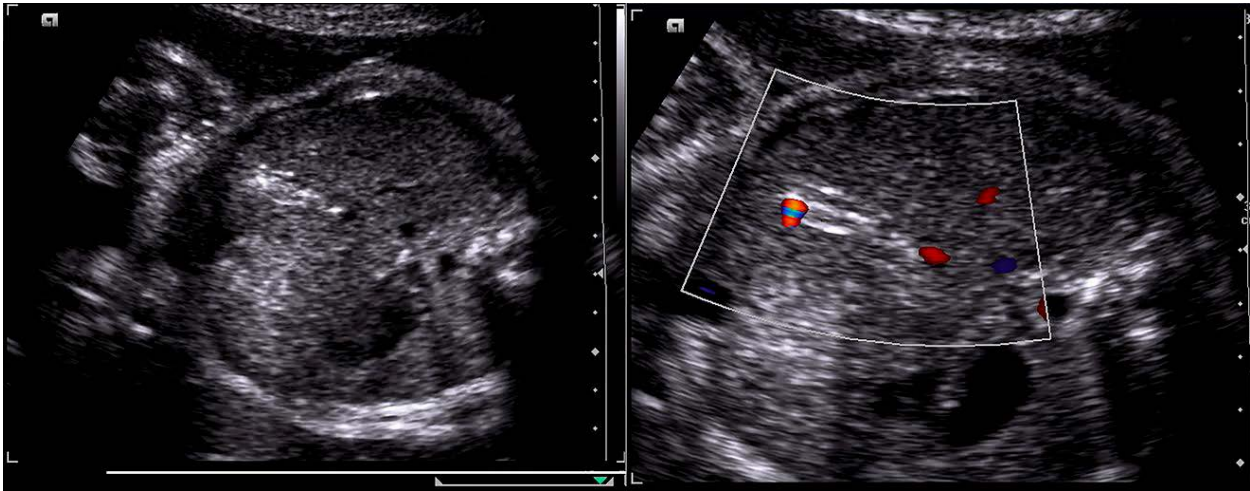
A la izquierda: corte axial del abdomen fetal donde se observa, la vesícula biliar con material hiperecogénico en su interior. Se visualiza la silueta del estómago fetal, parcialmente definida y con contenido ecogénico. A la derecha: corte axial del abdomen fetal, donde se colocó la caja de Doppler color en la silueta vesicular con contenido ecogénico, advirtiéndose señal en mosaico de colores próximo al fondo vesicular, correspondiente al artefacto de centelleo posterior, resultante de la composición del contenido luminal intravesicular. Gesta de 37 semanas.
